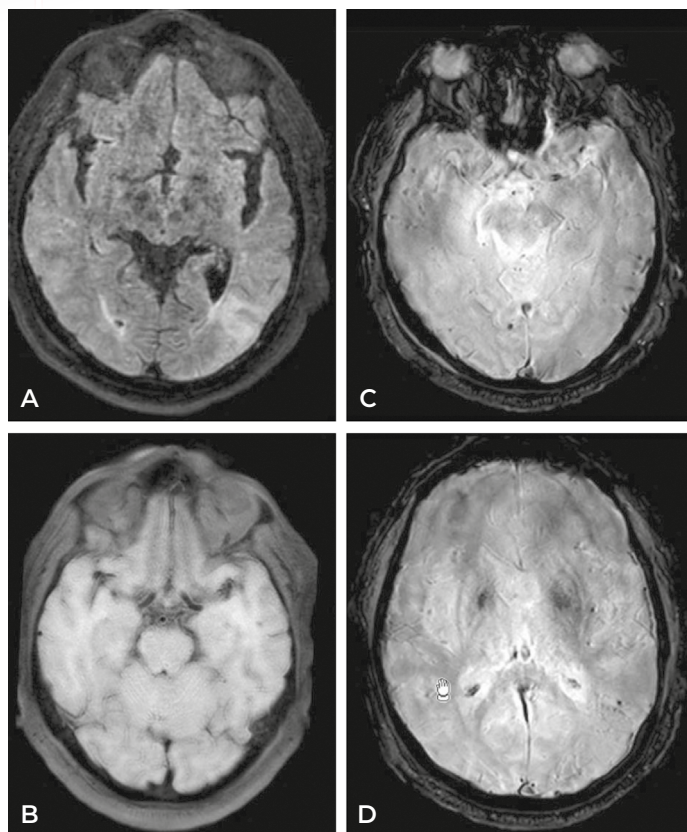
Hallazgos en RM al ingreso y tras bolos de corticoides compatibles con angio-patía amiloide inflamatoria. A) Se aprecia en FLAIR lesión temporoparietal izquierda corticosubcortical de aspecto inflamatorio. B) Secuencia de sangre negra sin datos que orienten a vasculitis del SNC. C y D) Múltiples microsangrados corticales distribuidos a lo largo del cerebro en secuencias de susceptibilidad magnética.
